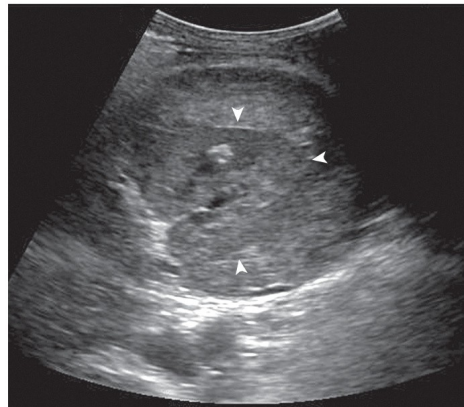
Renal Laceration. Transverse sonogram shows capsular disruption and mixed-echogenicity perirenal hematoma. (Courtesy of Dr. McGahan, MD., Sacramento, California.)
